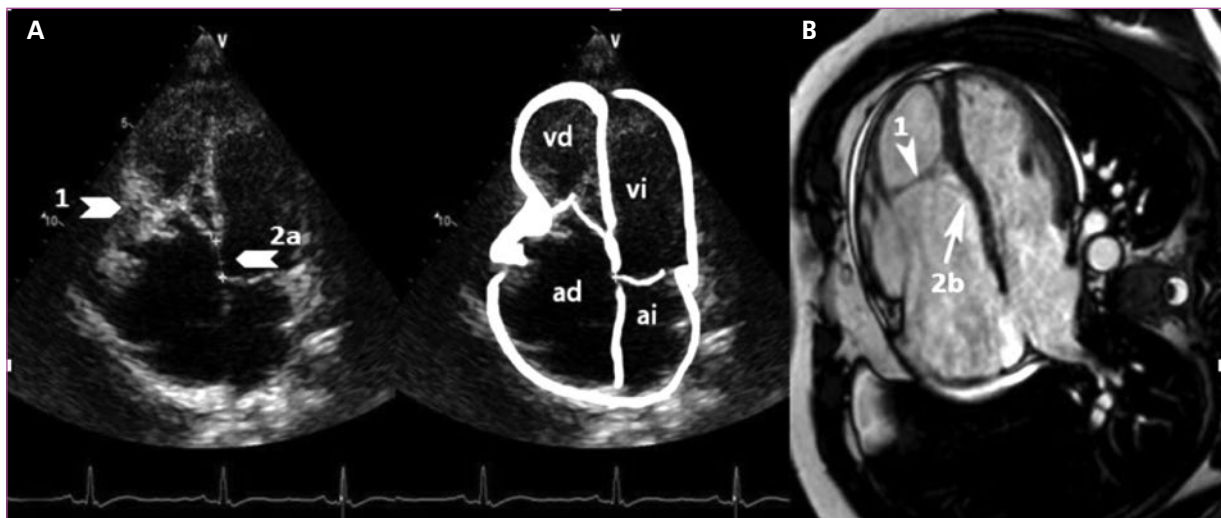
Comparación de imagen de ecocardiografía (A) con resonancia magnética (B) en proyección 4 cámaras de enfermedad de Ebstein. Las flechas (1) indican la implantación baja de la válvula tricúspide atrializando el ventrículo derecho (vd) de menor tamaño y la verificación de una aparente comunicación auriculoventricular (2a) y ausencia de esta en (2b). ai: aurícula izquierda; ad: aurícula derecha; vi: ventrículo izquierdo.
